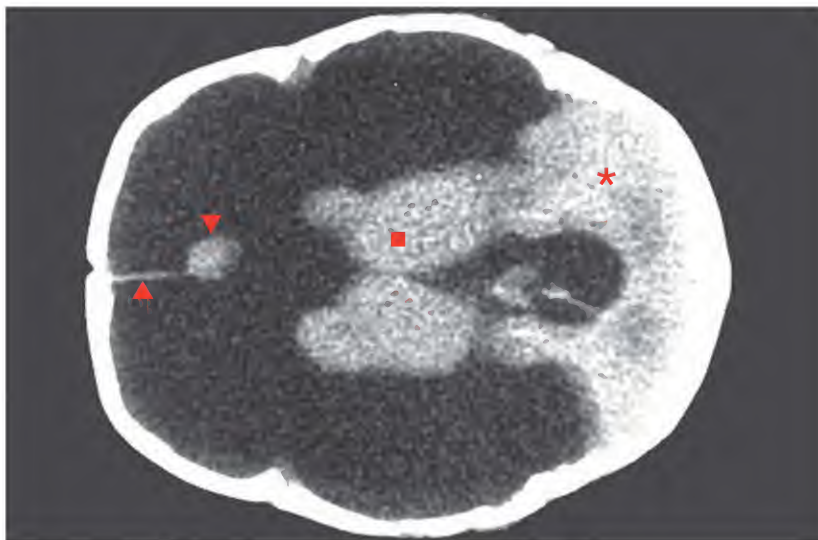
Hidranencefalia, tomografía computarizada
